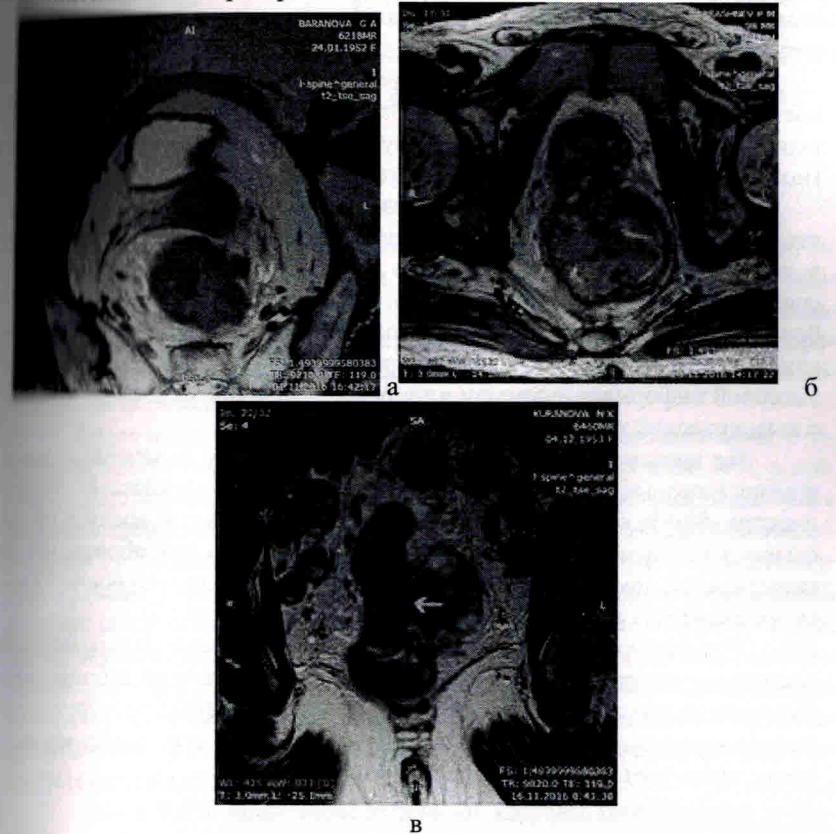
МРТ малого таза: а – опухоль прямой кишки с прорастанием собственной фасции кишки; б – опухоль прямой кишки с прорастанием предстательной железы (указана стрелкой); в – опухоль прямой кишки (зеленая стрелка) с пакетом метастатически пораженных лимфоузлов (красная стрелка)
